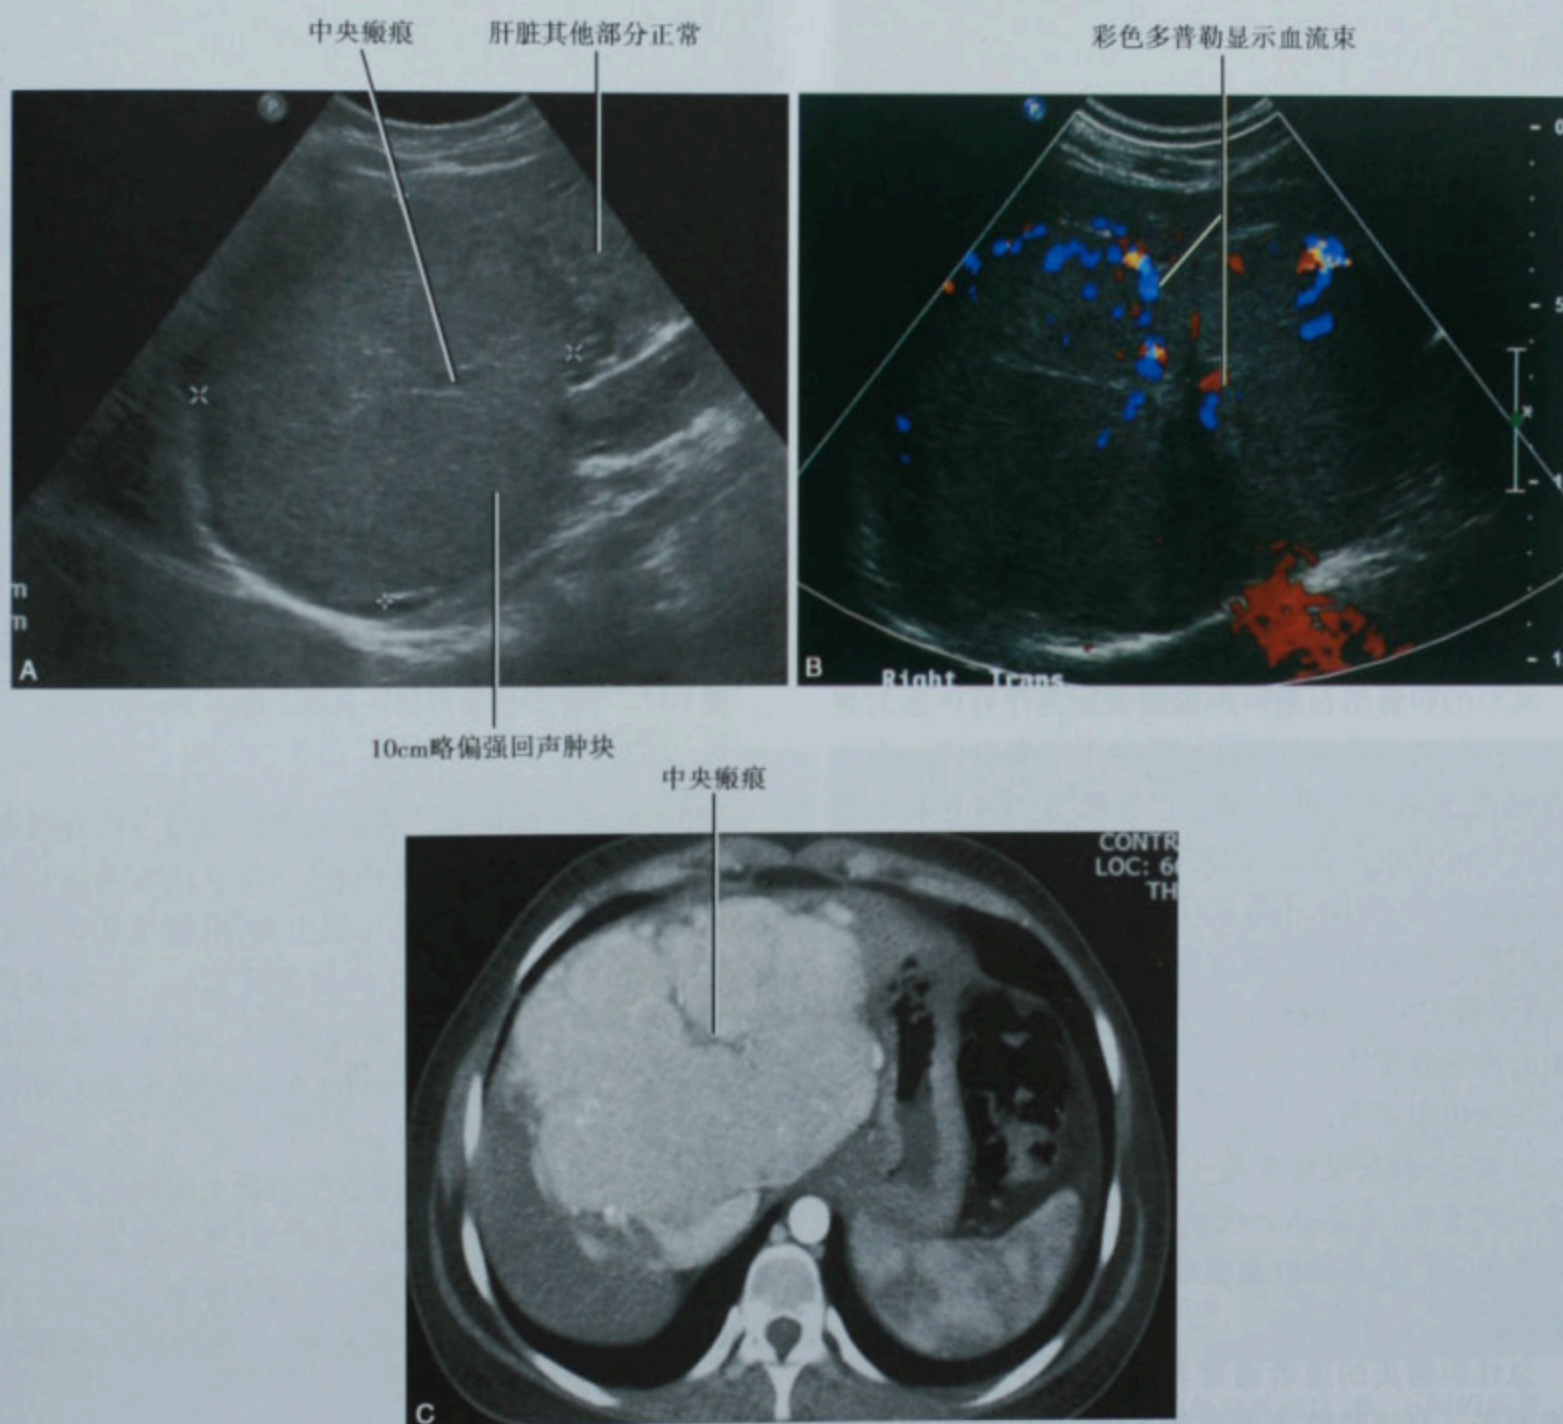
肝局灶性结节性增生:灰阶(A)和彩色多普勒(B)声像图,以及 CT(C)
